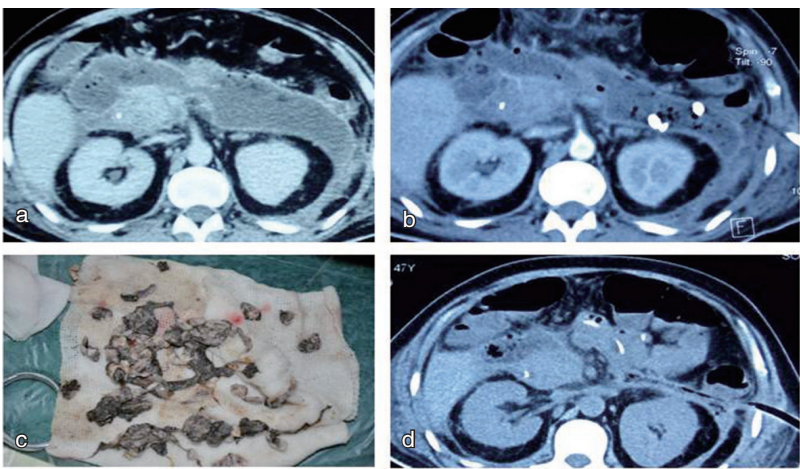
传统开放手术、MARPN 治疗 IPN 前后的 CT 对比 (step-down)
